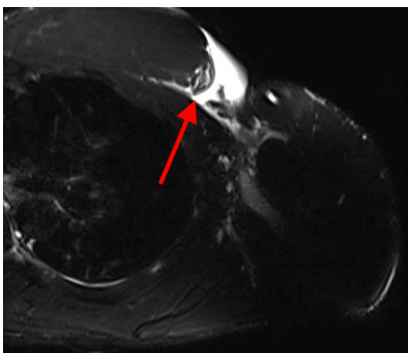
▲ Axiales T2-gewichtetes MRT der linken Brust. Der rote Pfeil zeigt die Ruptur am muskulotendinösen Übergang des M. pectoralis major. Der Muskelbauch ist nach medial retrahiert
